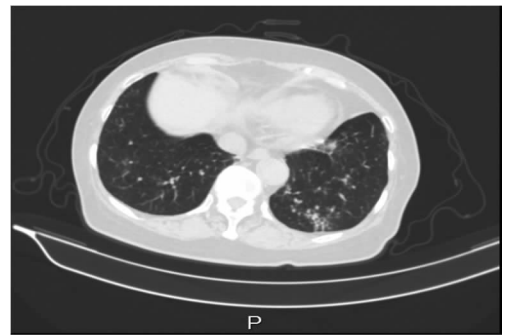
应用两性霉素 B 第 21 天肺 CT 影像学表现
